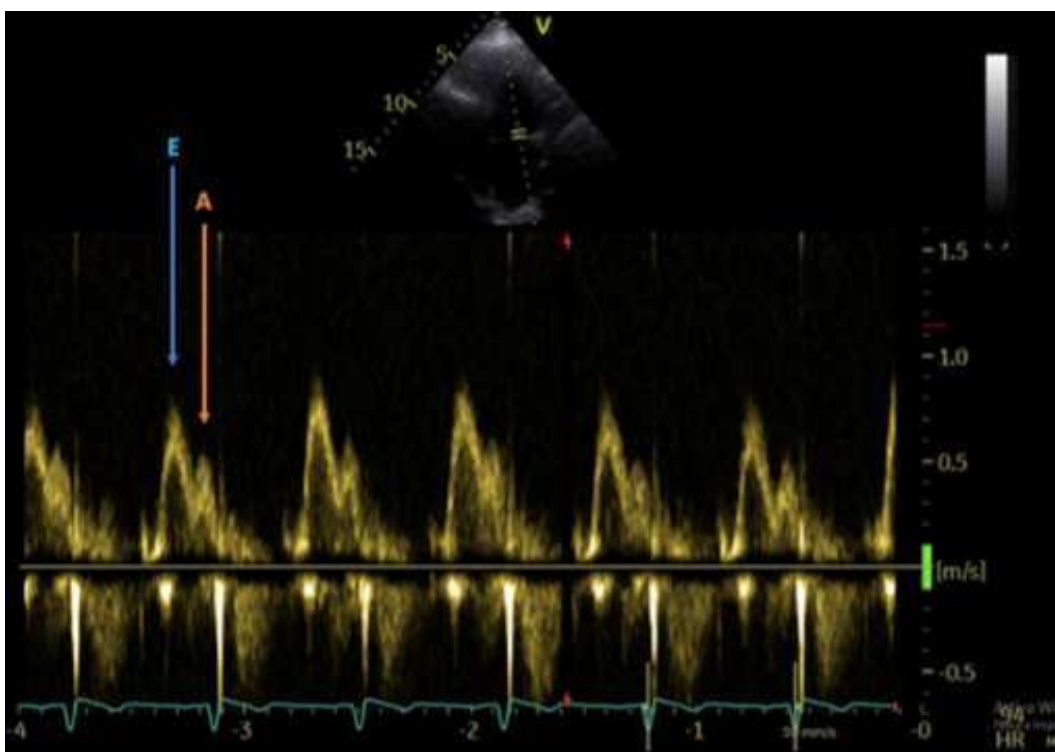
immagine Doppler mitralico che mostra la fusione fra l'onda E (freccia blu) e onda A (freccia arancione) a causa dell'elevata frequenza cardiaca (94 bpm)(79).
